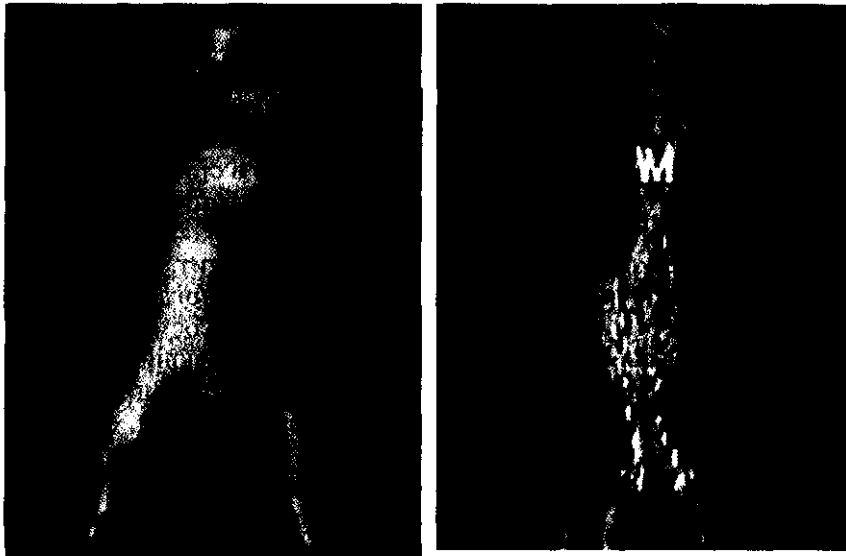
Варианты КТ визуализации аневризмы брюшной аорты, методом спиральной компьютерной ангиографии.
